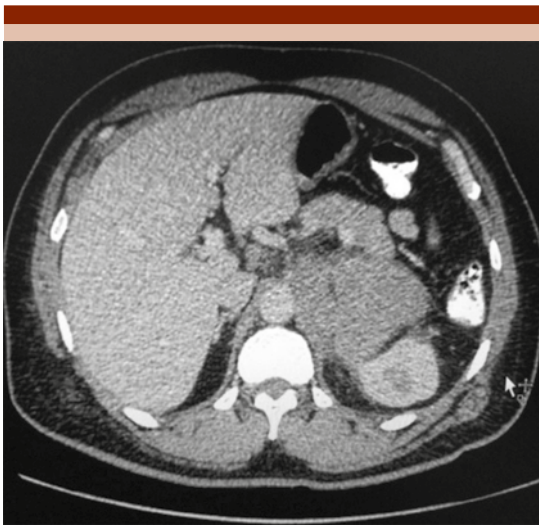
Tomografía abdominal simple (caso 1). Se observa una masa adrenal izquierda de 57x78x63 mm y densidad aproximada de 50 HU, asociada con conglomerado de adenopatías paraaórticas izquierdas superiores e inferiores a los vasos renales.
